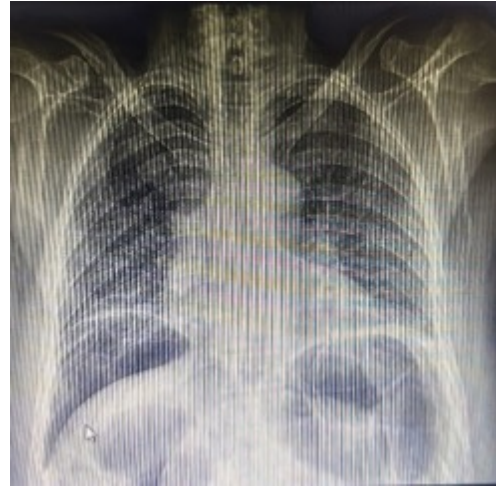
Radiografía abdominal que demuestra aire libre subdiafragmático.
